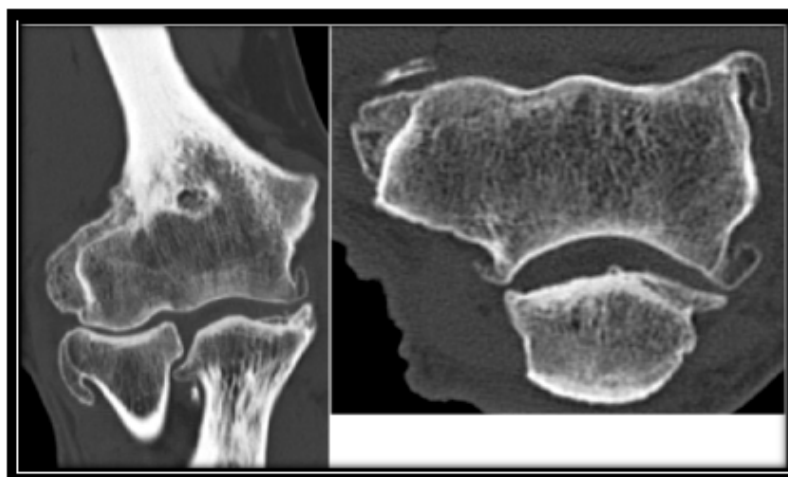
TDM en fenêtrages osseux en plan coronal et axial : Ostéophytes huméraux, de la tête radiale et olécranien, pincement huméro-radial, condensation osseuse sous chondrale de la tête radiale. 40
